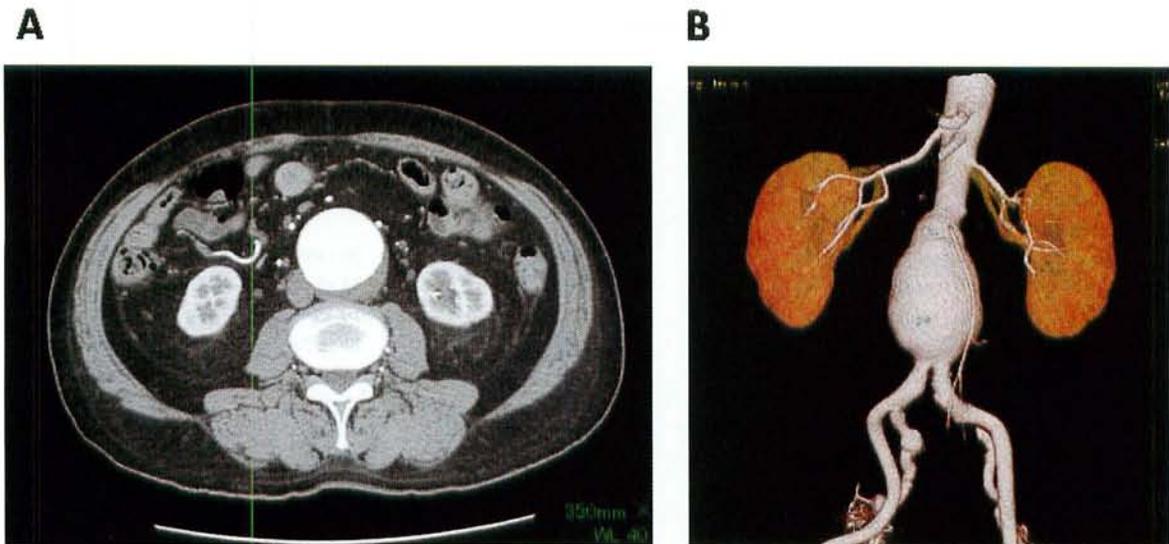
CT findings of a fusiform abdominal aortic aneurysm. (A) Axial view image. (B) Volume rendering image
